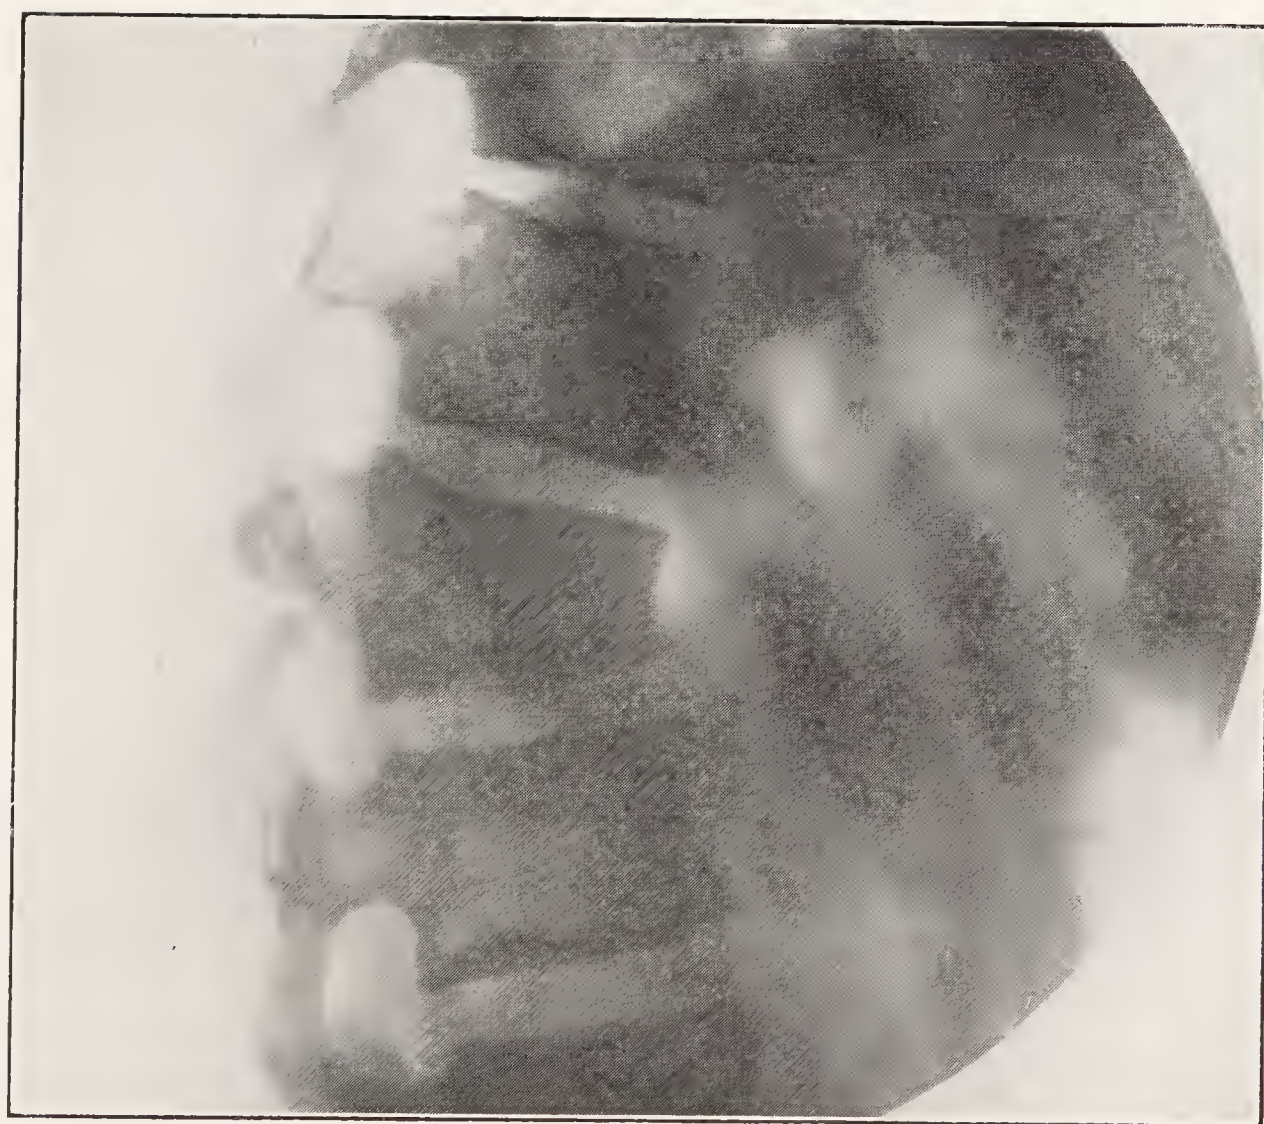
(B.). — Fracture (type tassement) du corps de la 1<sup>re</sup> lombaire (origine traumatique indiscutable). Pas de pincement des disques. Radiographie de profil. (Val-de-Grâce).
